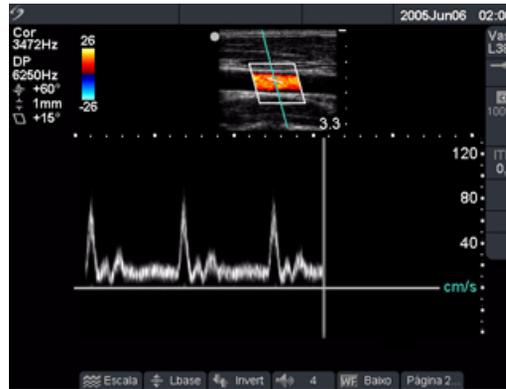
Imagem do traçado de Doppler
